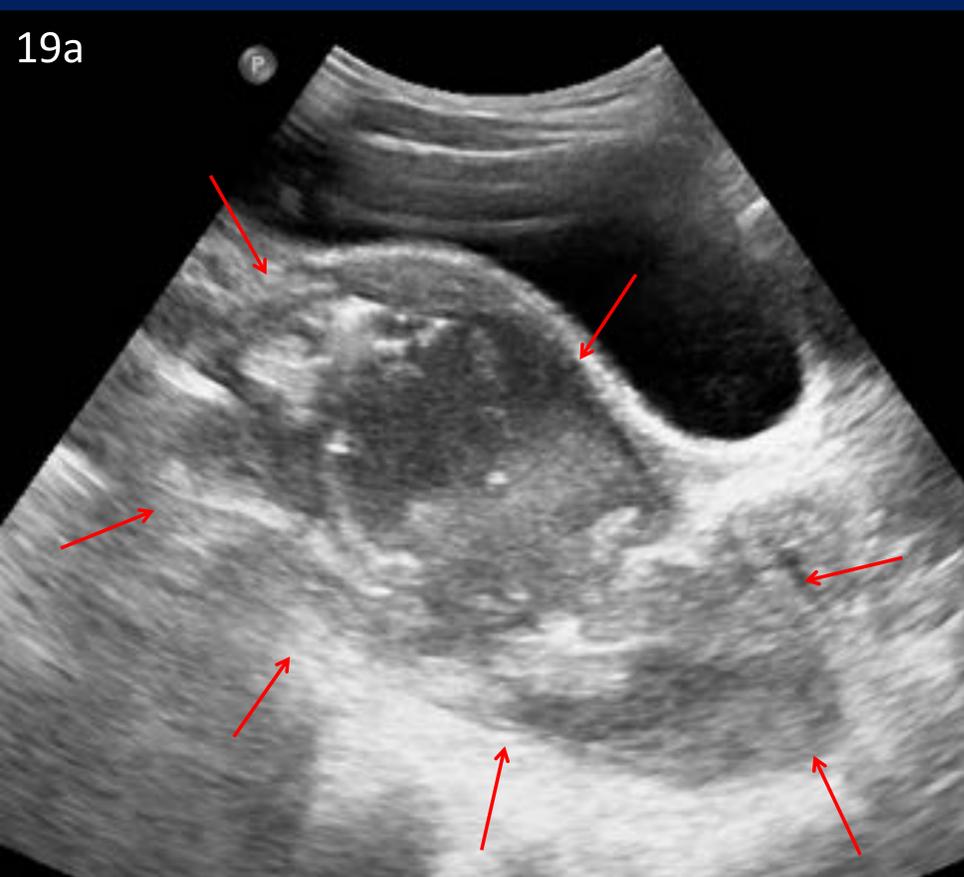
Absceso post apendicitis aguda en niña de 10 años. (a). Ecografía que muestra imagen hipoeica, heterogénea, con ecos móviles en su interior, retrovesical. (b). TC de abdomen y pelvis con contraste IV. Colección hipodensa con pared gruesa que realza con contraste IV y produce efecto de masa sobre la vejiga.
